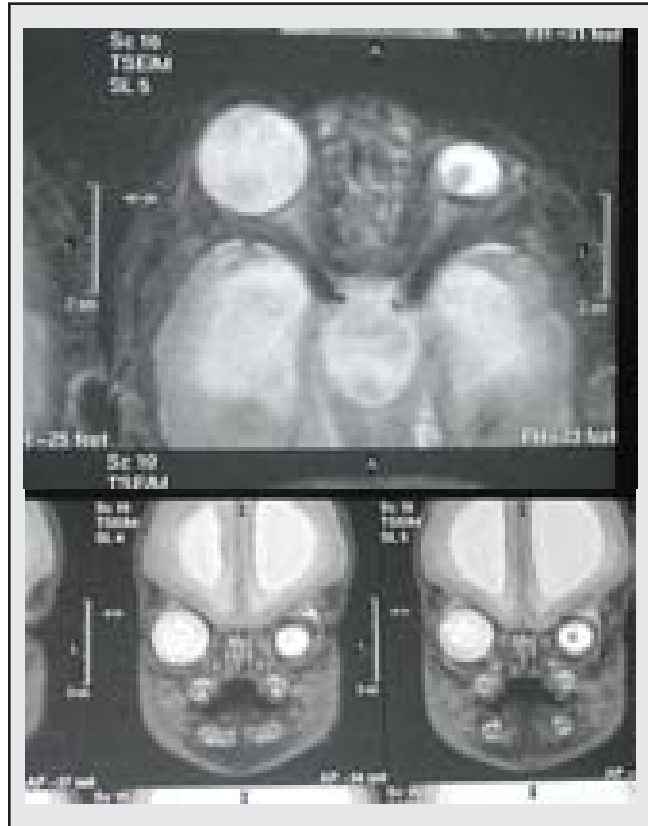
Imágenes de RM cerebral y de órbitas realizadas en el paciente. Aumento en el tamaño del globo ocular derecho y disminución en el tamaño del globo ocular izquierdo con alteración en la señal del contenido del mismo.
